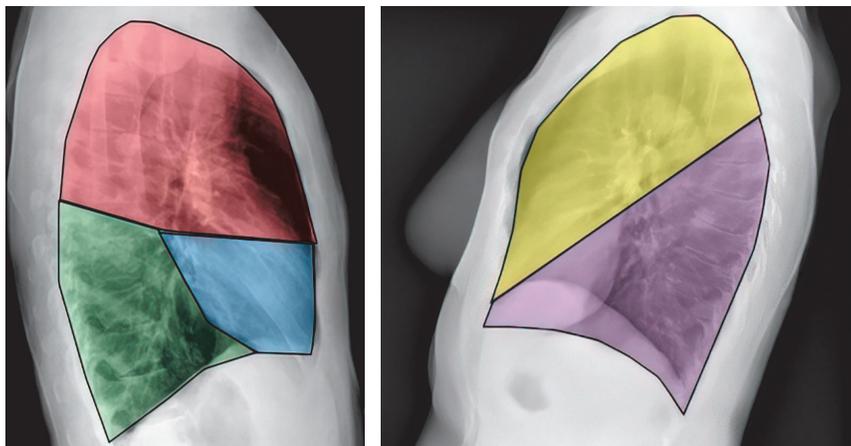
Рентгеноанатомия долей легких в боковых проекциях
